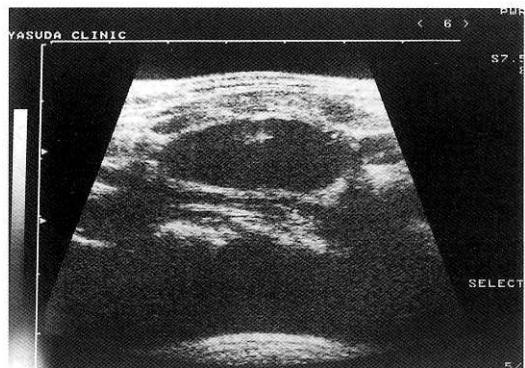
超音波ガイド下にベタメタゾン 4 mg 注入
